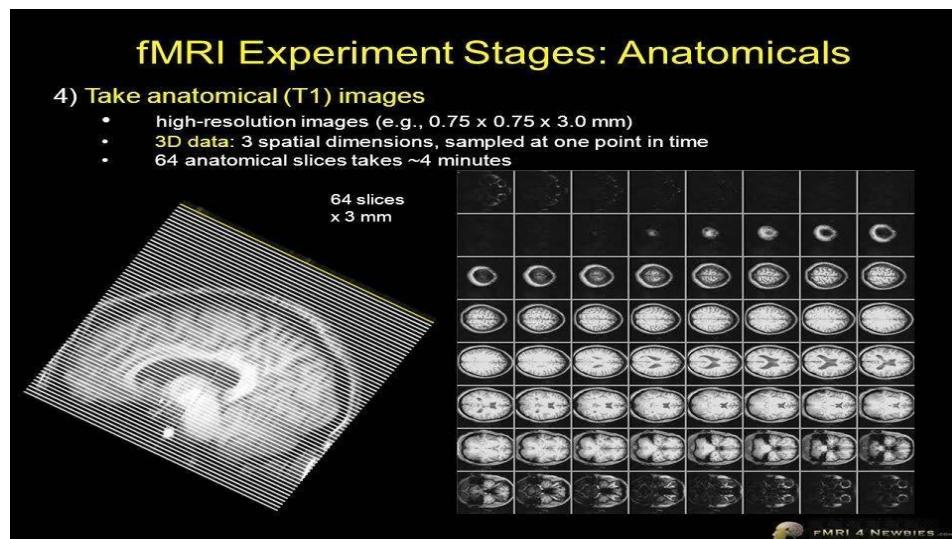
Stadiile experimentale de IRM funcțional
